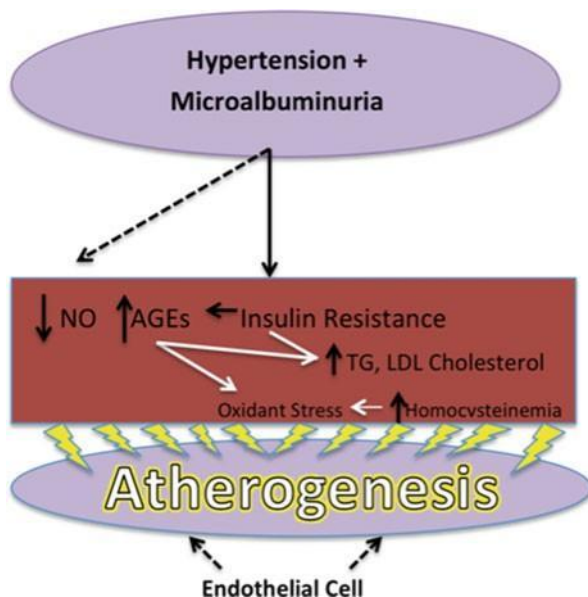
Interaction of microalbuminuria with other factors that affect atherosclerosis development. *NO* nitric oxide, *AGEs* advanced glycation end products, *TC* triglycerides, *LDL* low density lipoproteins
